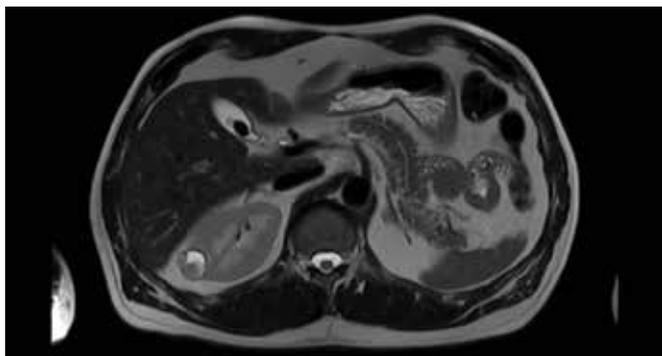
Uroresonancia (Uro-RM) corte axial, secuencia T2.
